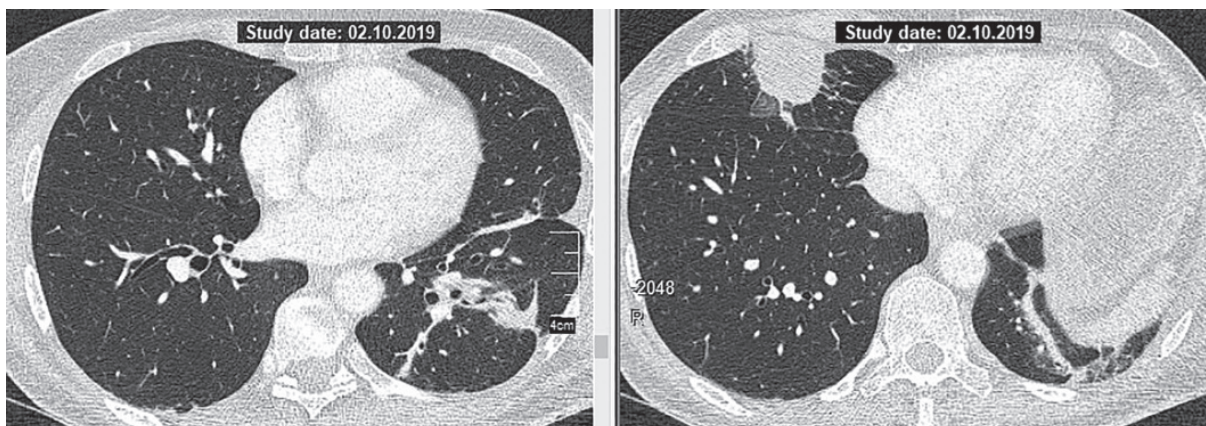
КТ: нове утворення в правій легені
